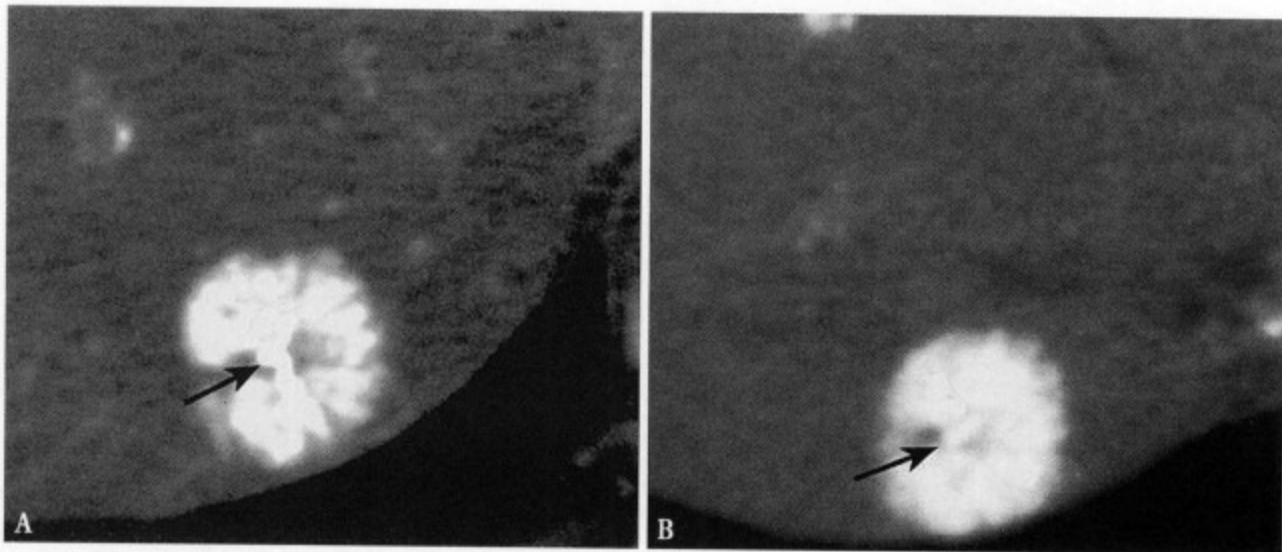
FNH 增强 CT 动脉早期 (A) 显示病灶中心瘢痕内扩张增粗的动脉 (↑)；动脉后期 (B) 病灶强化明显，并可见中心异常扩张的血管
